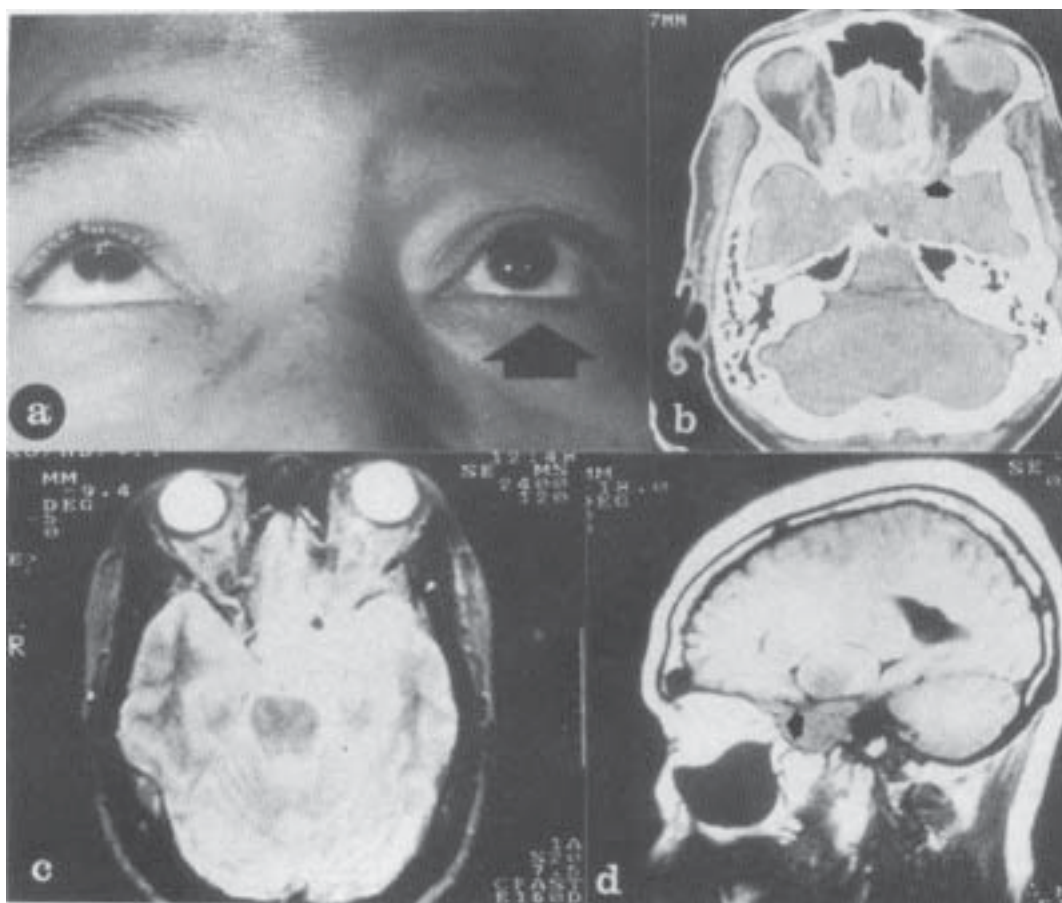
Paciente 2 con adenoma cromóforo. A: Proptosis derecha y parálisis de la supravisión ipsilateral. B. Tomografía computadorizada cerebral en vista axial: Destrucción de la silla turca y expansión de la fisura orbitaria superior con extensión tumoral (fecha). C y D: Resonancia magnética cerebral en vistas axial y parasagital izquierda que muestran la extensión tumoral.
